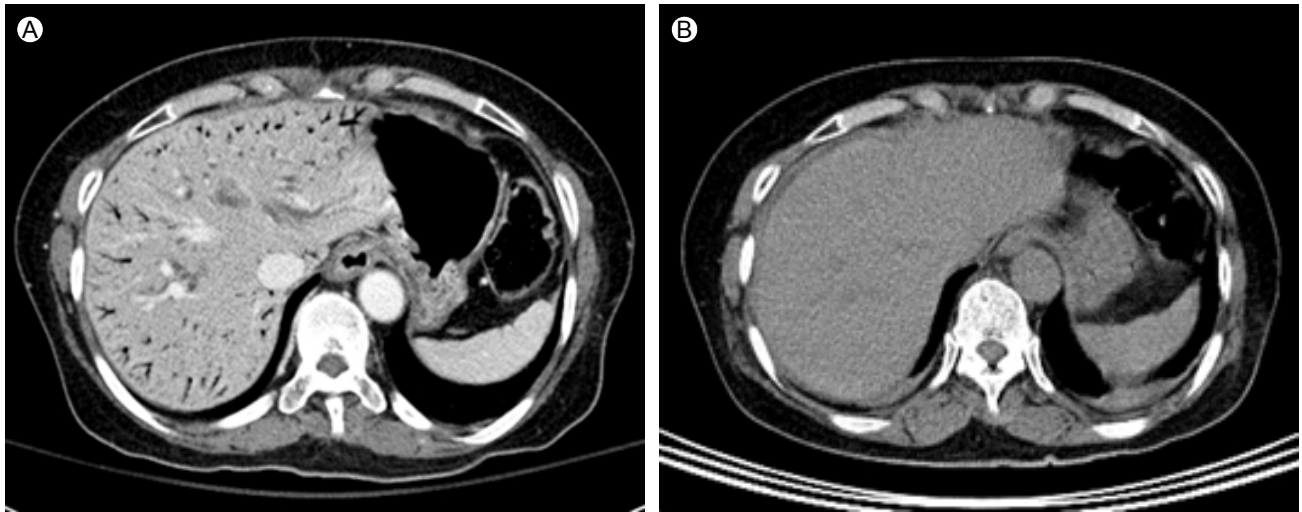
(A) Abdominal computed tomography scan taken immediately after endoscopic retrograde cholangiopancreatography revealed air in the portal venous system. (B) Air in the portal vein had disappeared, ascertained by CT taken 5 days later.
